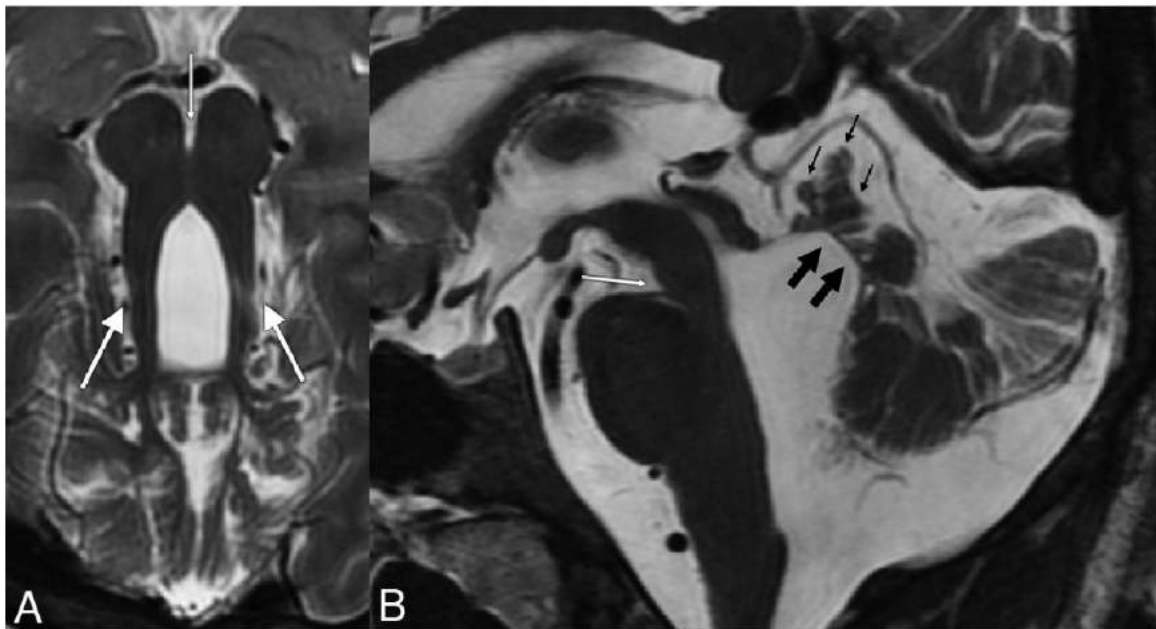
A - Image IRM axiale pondérée en T2 montre le classique SDM, avec des pédoncules cérébelleux épaissis, allongés, parallèles et horizontaux (flèches blanches épaisses) et une fosse interpédonculaire profonde (flèche blanche fine).
